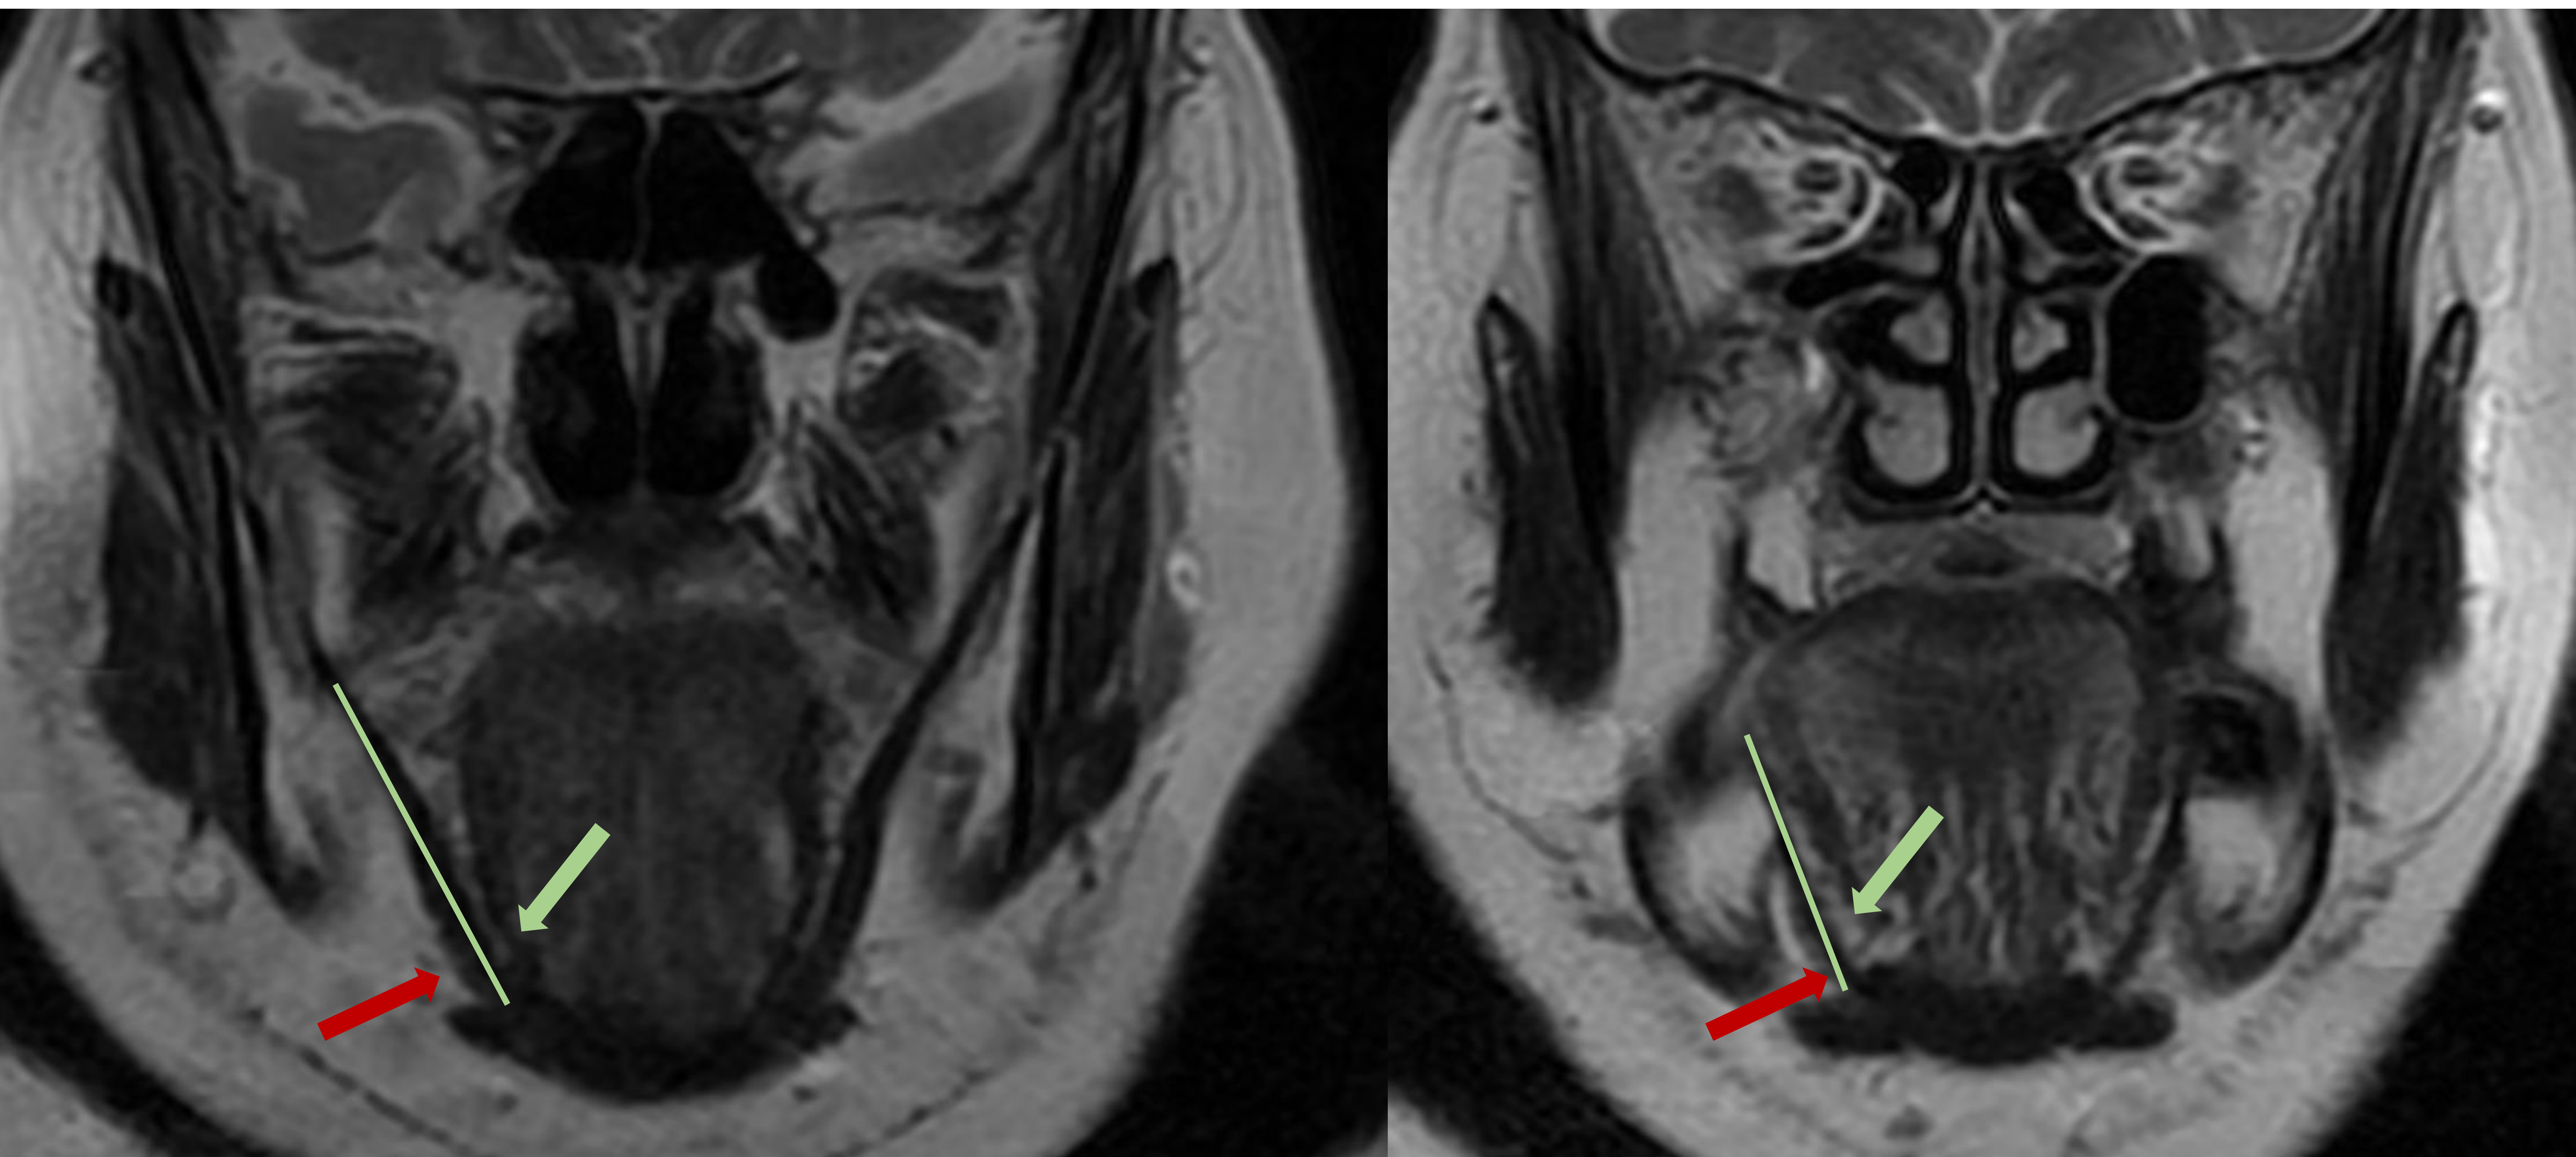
RM coronal secuencias T2 sin contraste, corte posterior (izquierda) y anterior (derecha), muestran con una buena resolución ambos espacios sublingual y submaxilar (flechas verde y roja respectivamente) y el músculo milohioideo con su forma típica en “V” (línea verde), que separa ambos espacios.
